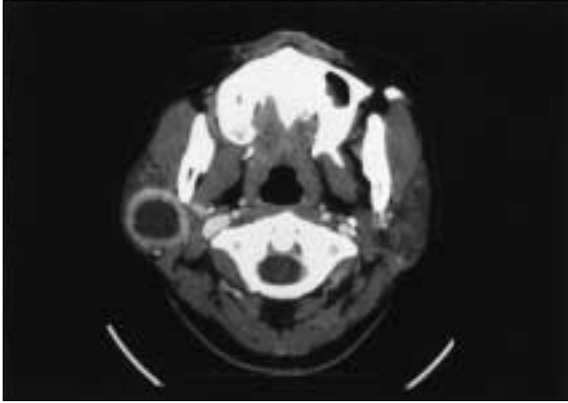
CT scan showing of tumor displacing right parotid gland.
